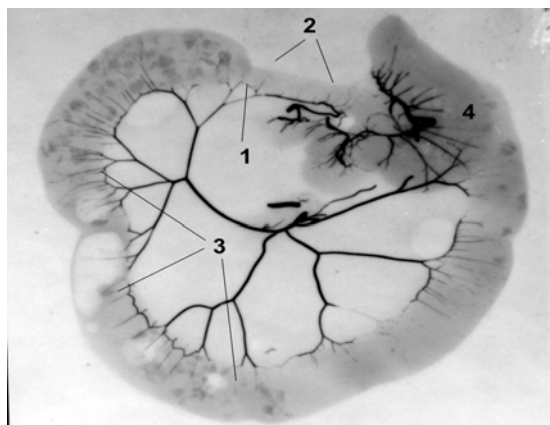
Рентгенангіограма судин краніальної брижової артерії щура через 48 години після моделювання тонкокишкової непрохідності. 1 – місце стенозування тонкої кишки лігатурою, 2 – спазмована тонка кишка та її судини нижче від місця стенозування, 3 – роздуті петлі тонкої кишки та її судини вище від місця стенозування, 4 – сліпа кишка.
